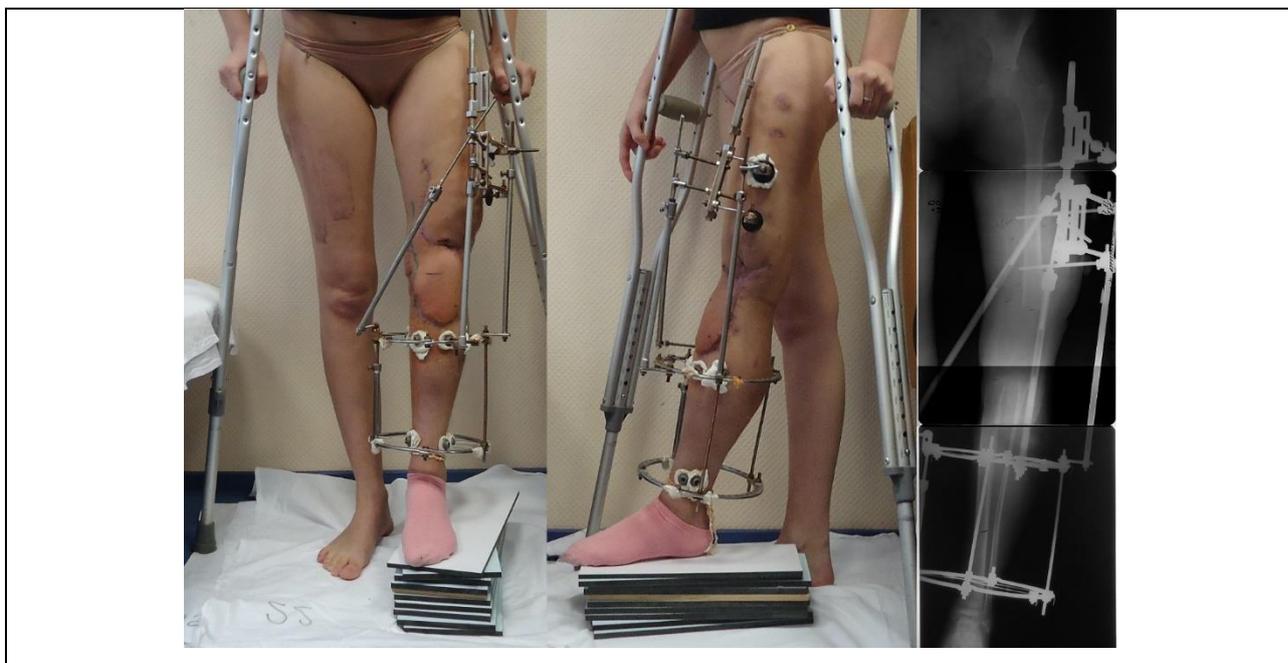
Фото и рентгенограммы пациентки с ДКОКС при поступлении
